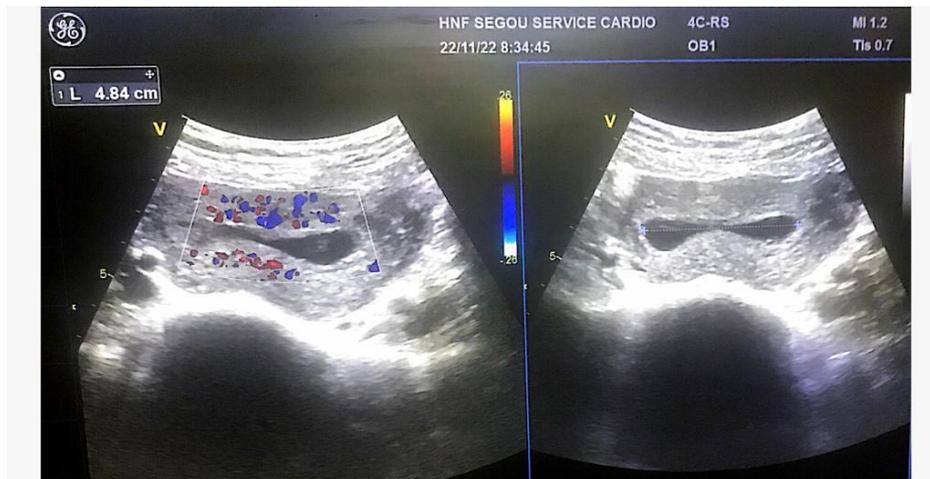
L'échographie réalisée met en évidence un SG festonné à 48 mm avec une mauvaise réaction déciduale sans écho embryon ni vésicule vitelline correspondant à un œuf clair.
